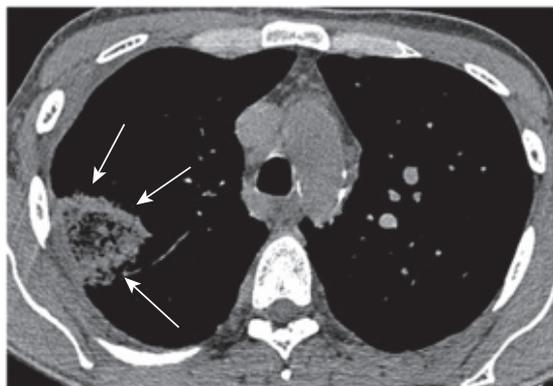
TC com janela para mediastino evidenciando o sinal do halo invertido no pulmão direito. Observar que o interior do halo apresenta aspecto reticulado.
